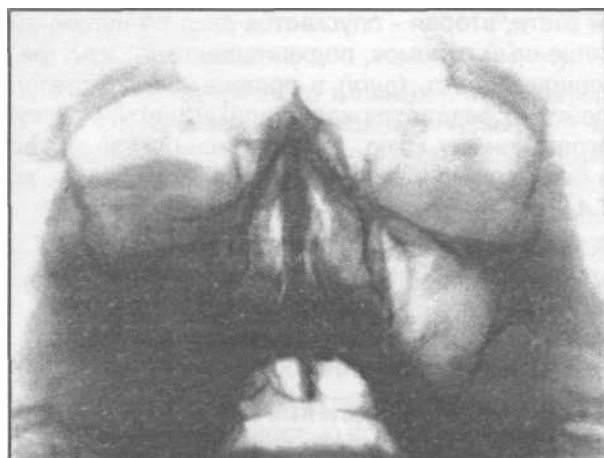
Рентгенограмма больного с переломом скуловой кости справа.
